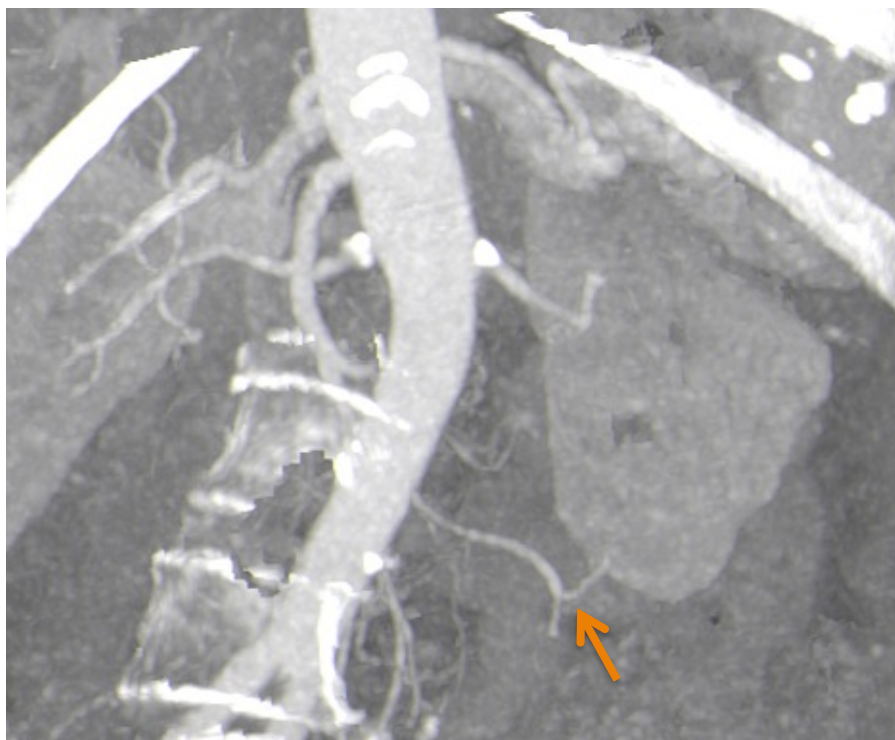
Reconstrucción 3D MIP de una angio-TC donde se identifica una arteria polar inferior en riñón izquierdo que no es valorable con la ARM-TOF por no estar incluido el origen en el FOV.
